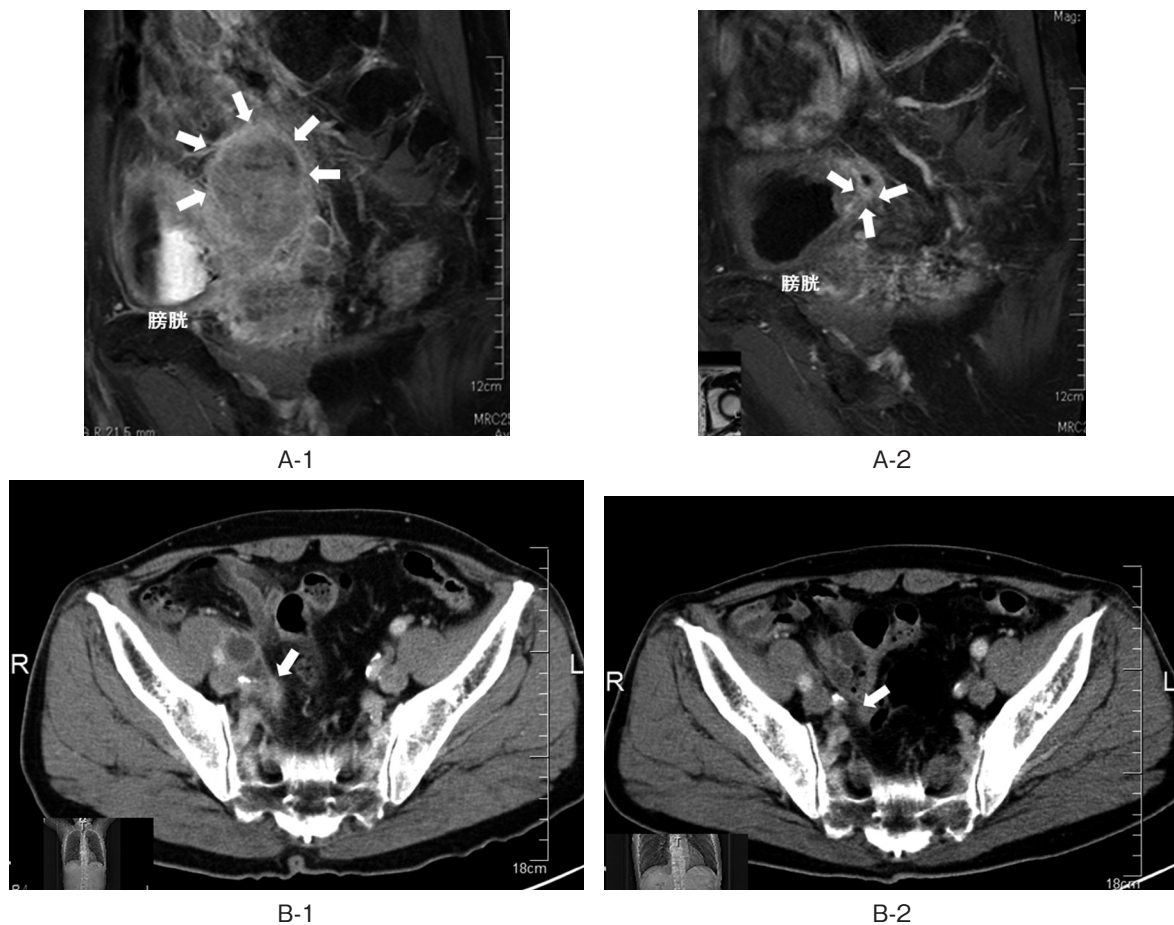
(A-1) Initial enhanced T1-weighted MRI showed ureteral tumor (40 mm). (B-1) Initial enhanced CT showed right obturator node swelling (20 mm). (A-2) After chemotherapy (MVEC 2 courses), T1-weighted MRI showed ureteral tumor regression (8 mm). (B-2) After chemotherapy (MVEC 2 courses), enhanced CT showed right obturator node disappeared.
